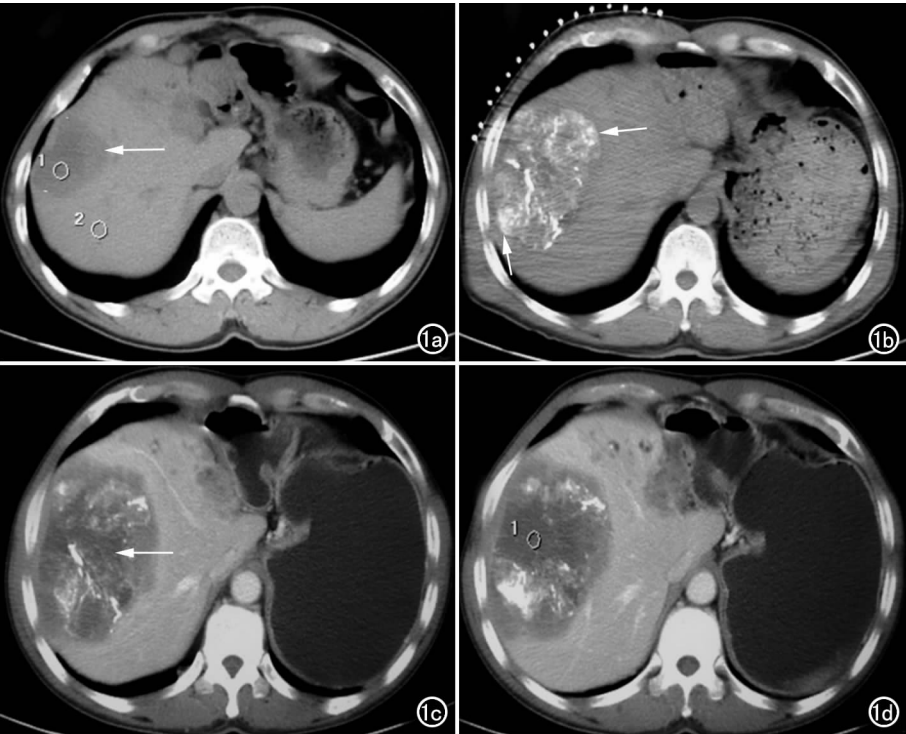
男, 55 岁, 原发性肝细胞癌。a) 入院 CT 显示肝右叶巨大肿瘤(箭); b) TACE 术后 1 个月, 冷冻消融前 CT 显示肿瘤部位碘油沉积增强(箭), 中间可见部分坏死区; c) 冷冻消融后, 中心区大范围无强化, 可见低密度液化坏死(箭), 周边碘油沉积部分增强, 表明肿瘤大部分呈无活性状态; d) 冷冻消融后另一层面图像。
